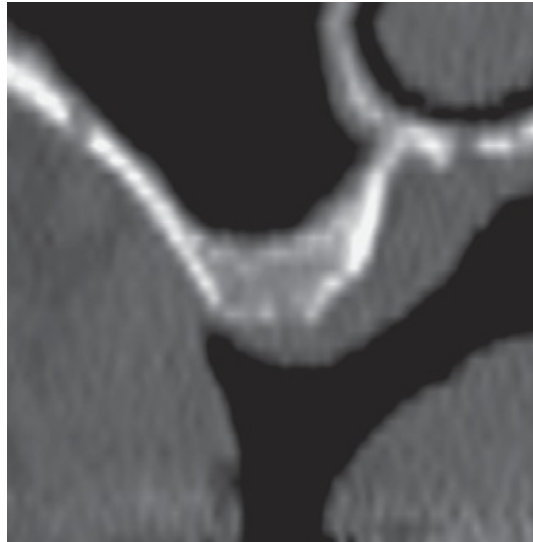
Tomografia Computadorizada mostrando a artéria na parede externa do seio maxilar
